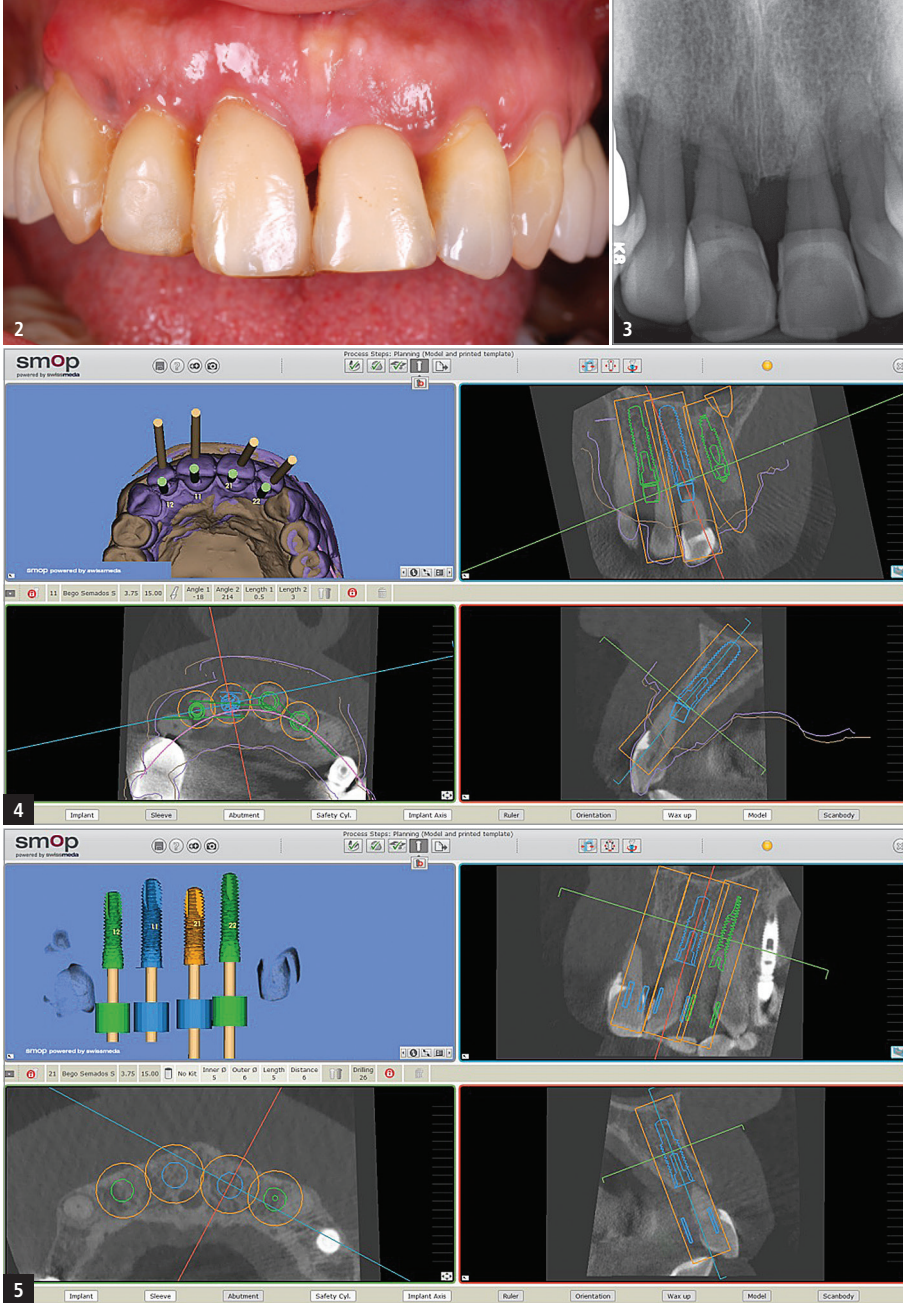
Klinische Ausgangssituation. – Abb. 3: Röntgenologisch sichtbarer krestaler Knochenverlust im Bereich der Oberkieferfrontzähne. – Abb. 4 und 5: Dreidimensionale Planung der optimalen Implantatpositionen mit der Software SMOP.
